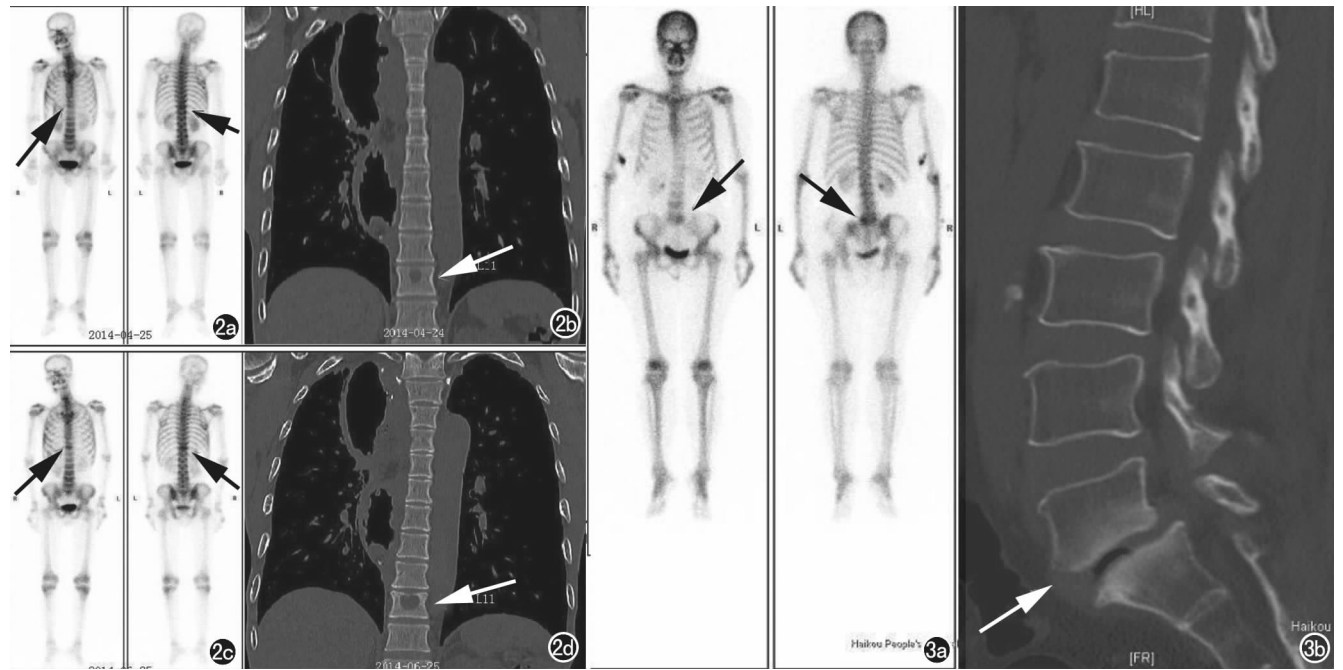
食管癌术后患者,男性,52 岁。a) ^{99m}Tc-MDP 全身骨显像示 L₁₁可疑性放射性增浓(箭),难以确定病灶性质(诊断评分为 3 分); b) 查阅 PACS 系统内胸部 CT 片示 L₁₁椎体内容骨性改变(箭),两者结合诊断为骨转移(诊断评分为 5 分); c) 2 个月复查^{99m}Tc-MDP 全身骨显像示 L₁₁椎体明显放射性增浓(箭); d) 胸部 CT 片示 L₁₁病灶范围增大(箭),证实肿瘤骨转移诊断可靠。
